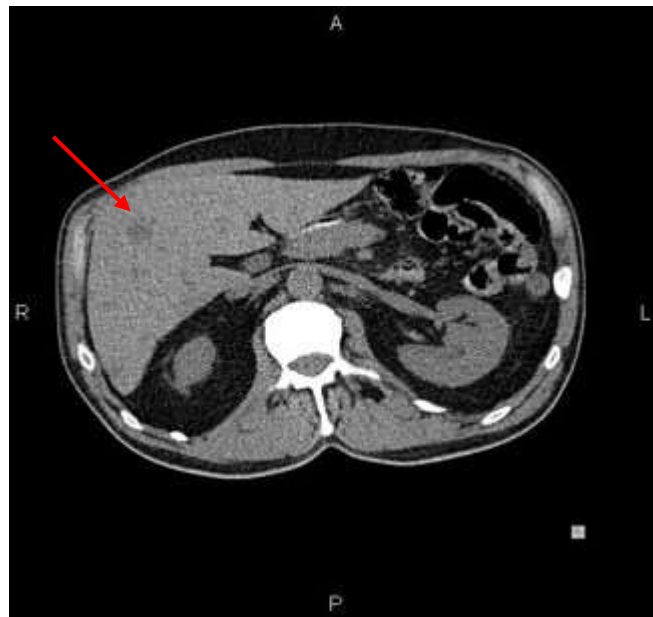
Компьютерная томография органов брюшной полости.
